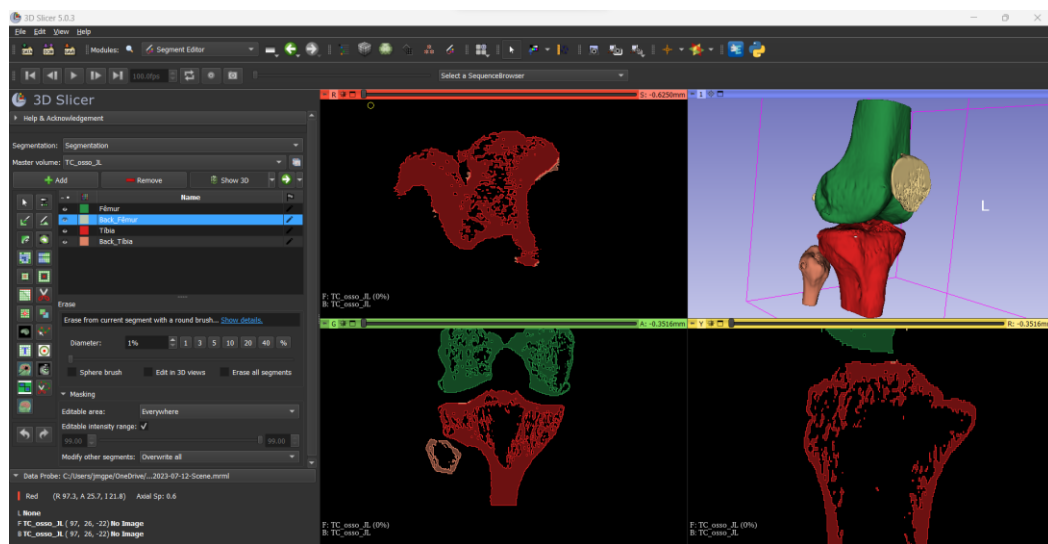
Layout do software 3DSlicer, utilizado para a segmentação do paciente por imagens de TC. Estão apresentados os 3 planos anatómicos da TC (Vermelho - plano axial; Verde - Plano coronal; Amarelo - plano sagital). No canto superior direito, é possível observar tridimensionalmente, os ossos da região do joelho (fêmur, patela, tíbia e fíbula).
